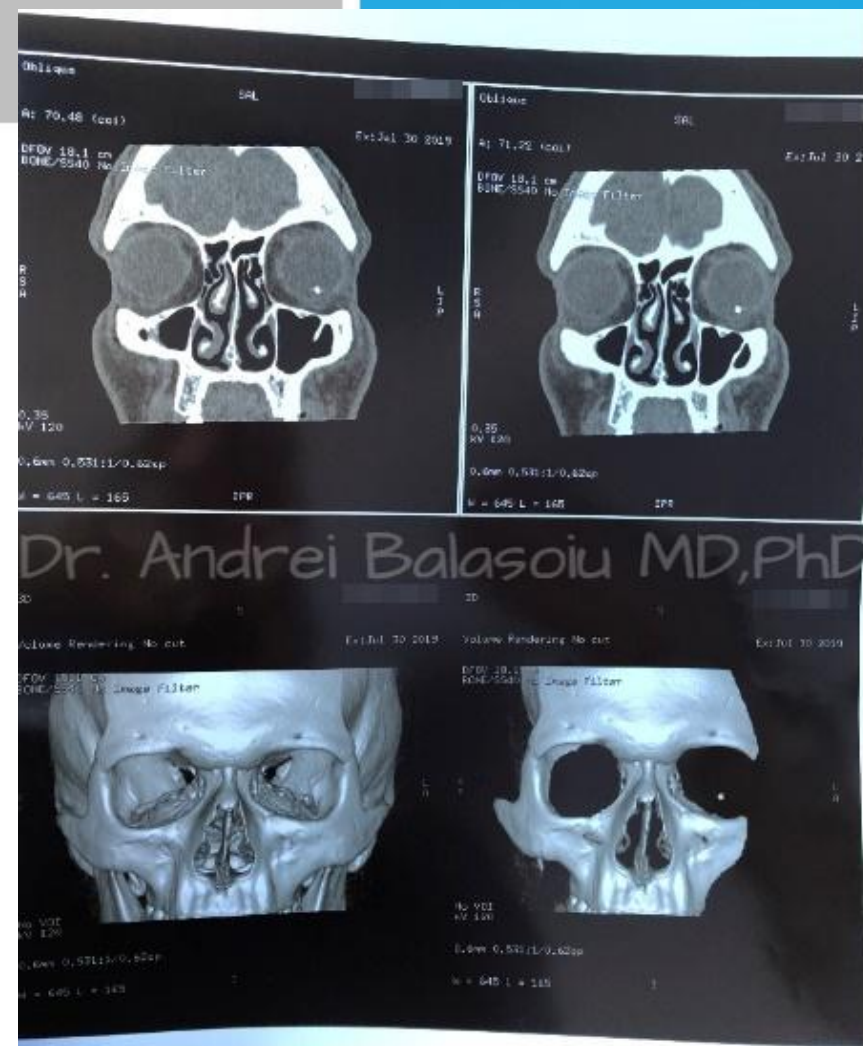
CT craniu - corp strain intraocular, metalic (arhiva personala dr. Andrei Balasoiu)
